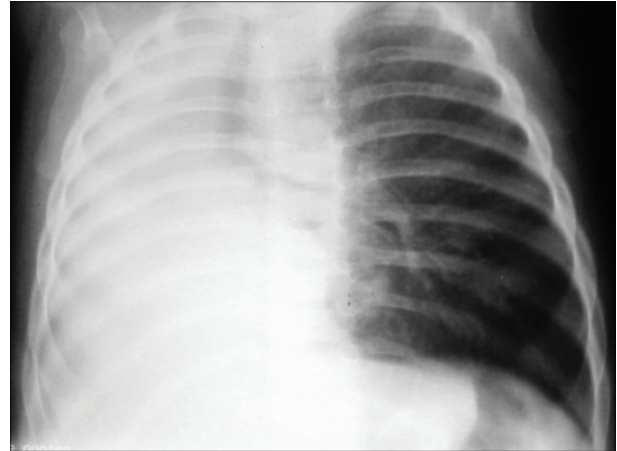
Рентгенограмма органов грудной клетки от 13.04.11. Определяется сплошное однородное затемнение правой половины грудной клетки; левая расширена, компенсаторно вздута. Отмечается смещение органов средостения вправо.
